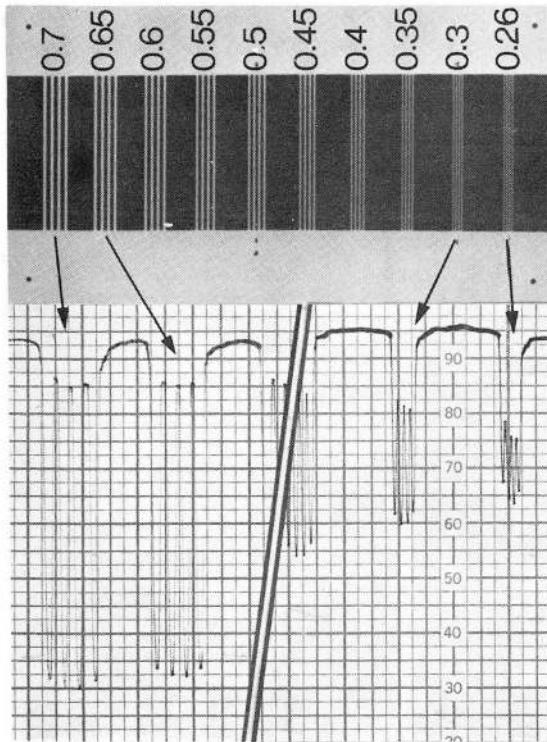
Photodensitometric tracing of the radiograph of the phantom. Note the capability of the photodensitometer to discriminate the lines of 0.26mm width and interval. Deflections in the kymograph are white lines, and positive peaks and plateaux are black intervals.
